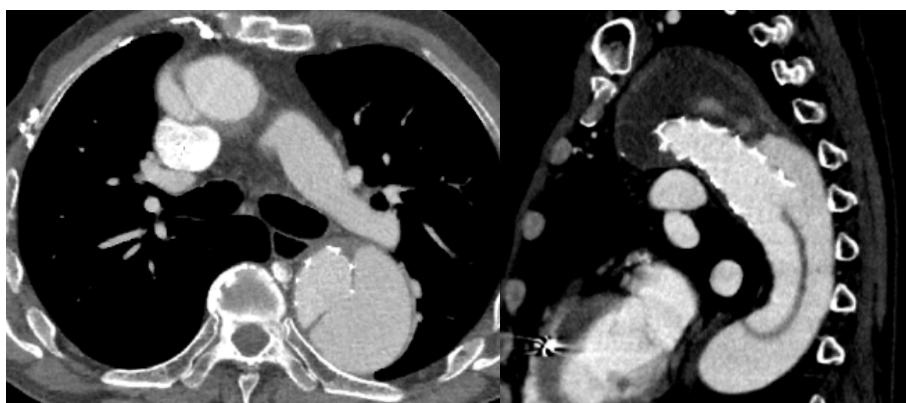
Stent graft-induced new entry を起こした症例の CT 画像所見
